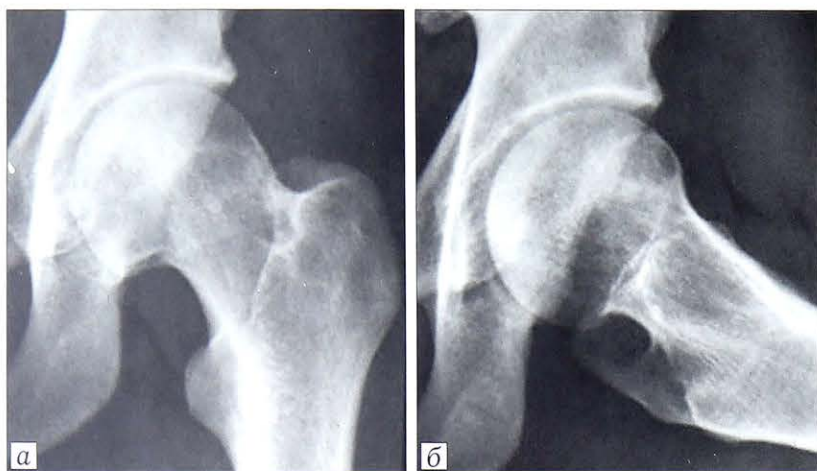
Деформация проксимального метаэпифиза бедренной кости в виде «пистолетной рукоятки» («pistol grip deformities»). Рентгенограммы в переднезадней проекции (а) и в проекции Lauenstein (б).
